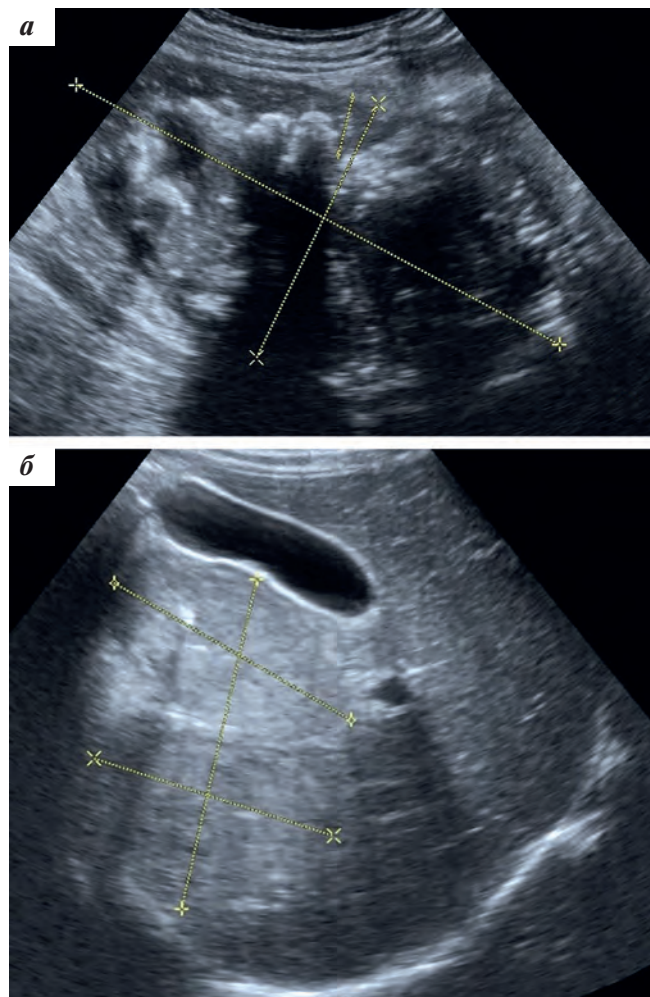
УЗИ. В проекции правой почки определяется опухоль с выраженной кальцинацией — продольное трансабдоминальное сканирование (а); узлы паренхиматозной структуры в правой доле печени — косое трансабдоминальное сканирование (б)
